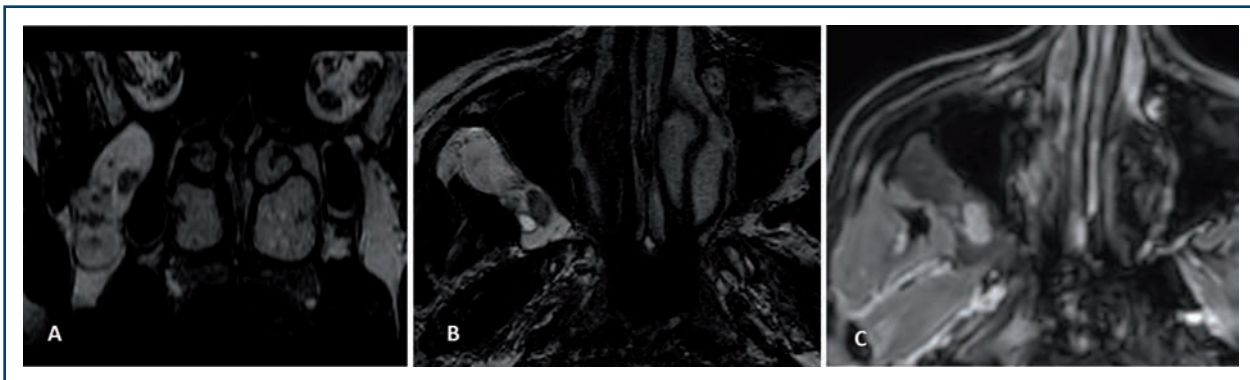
Schwannome du nerf trijumeau. IRM séquences coronale T2 (A), axiale T2 (B) et axiale T1 FatSat injectée (C). Masse tumorale, bien limitée, centrée sur la fosse pterygo-palatine, apparaissant en hypersignal T2 en raison d'une forte composante kystique et peu rehaussée par le gadolinium.
